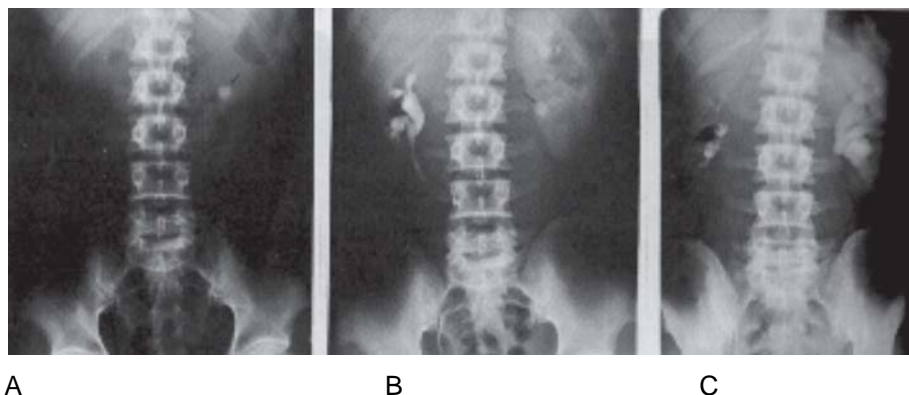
Radiografia simples de abdômen com presença de cálculo em topografia de rim esquerdo. B e C. Urografia excretora com sistema pelvocalicial e ureteral sem alterações à direita; do lado direito evidencia-se imagem compatível com cálculo radiopaco em transição pelvoureteral (B) e hidronefrose (C).
